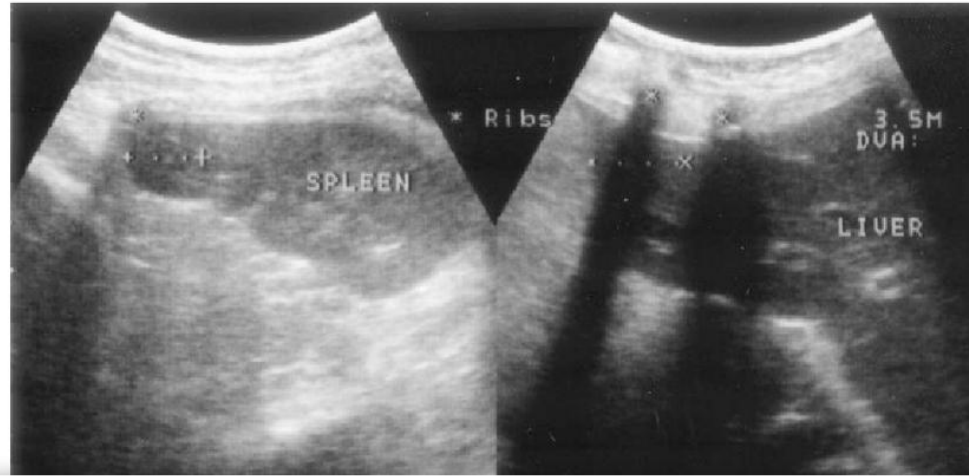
Liver and spleen displacements in crano-caudal aspect during SBTs measured by real-time ultrasound.
